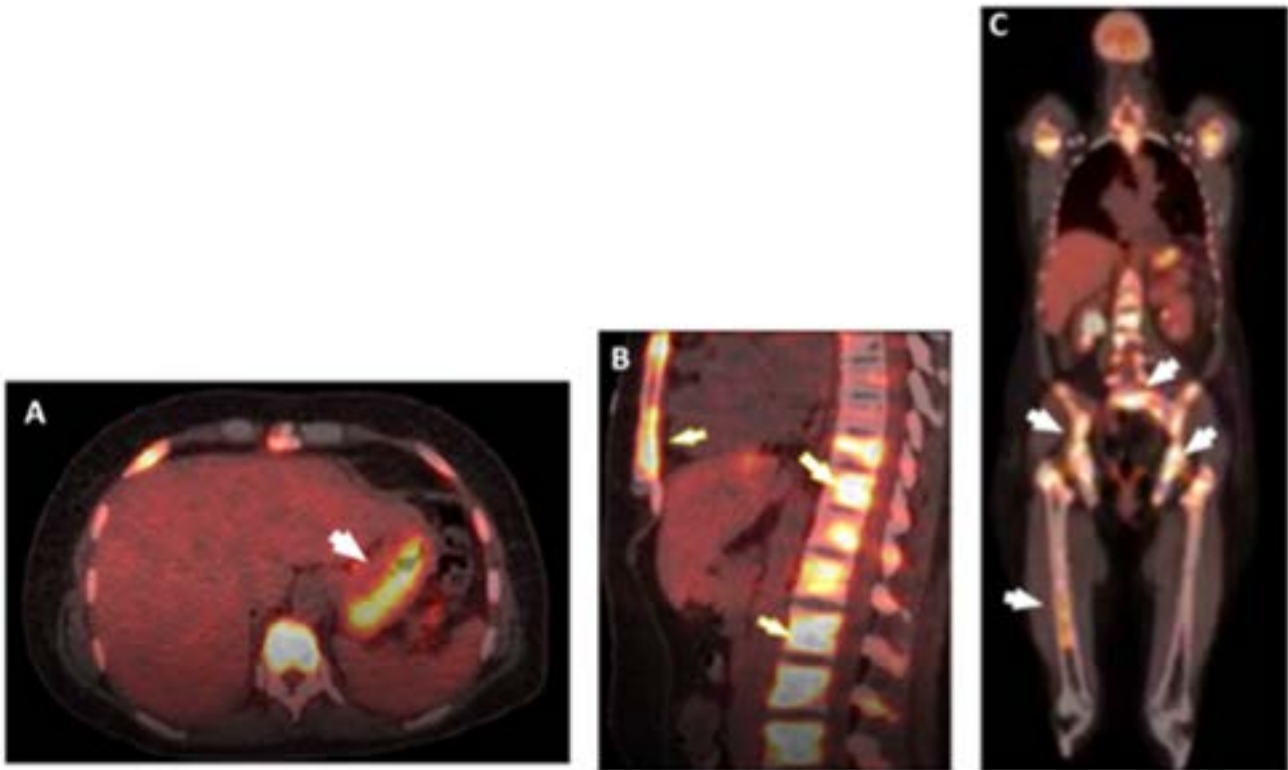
PET CT. A. Se observa intensa captación de FDG en las paredes del cuerpo gástrico (Flechas blancas). B y C. Patrón patológico de la captación y distribución de la FDG en el esqueleto axial, parte del apendicular e hipercaptaciones focales e irregulares de radiotrazador sugestivo de infiltración tumoral metastásica de la médula ósea (Flechas blancas).
